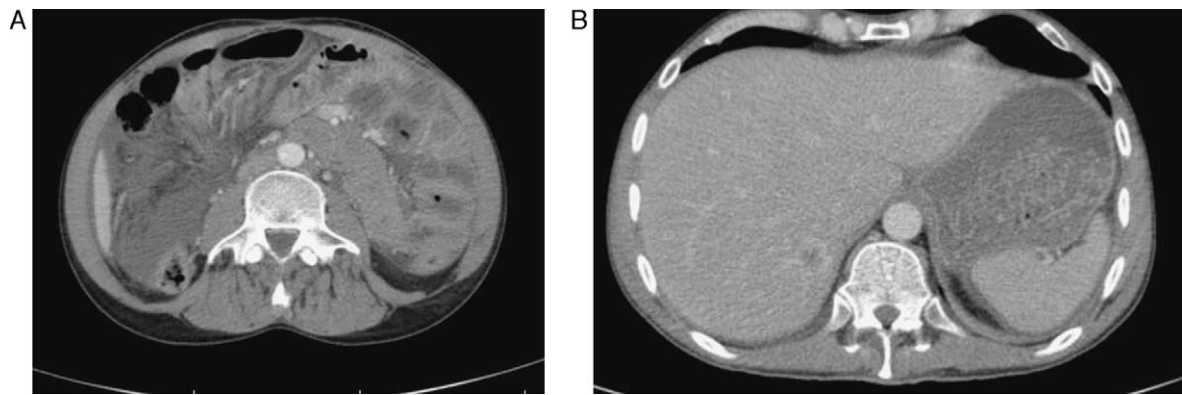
La imagen de TC muestra la masa abdominal (A) y la lesión hepática sugestiva de metástasis (B).
